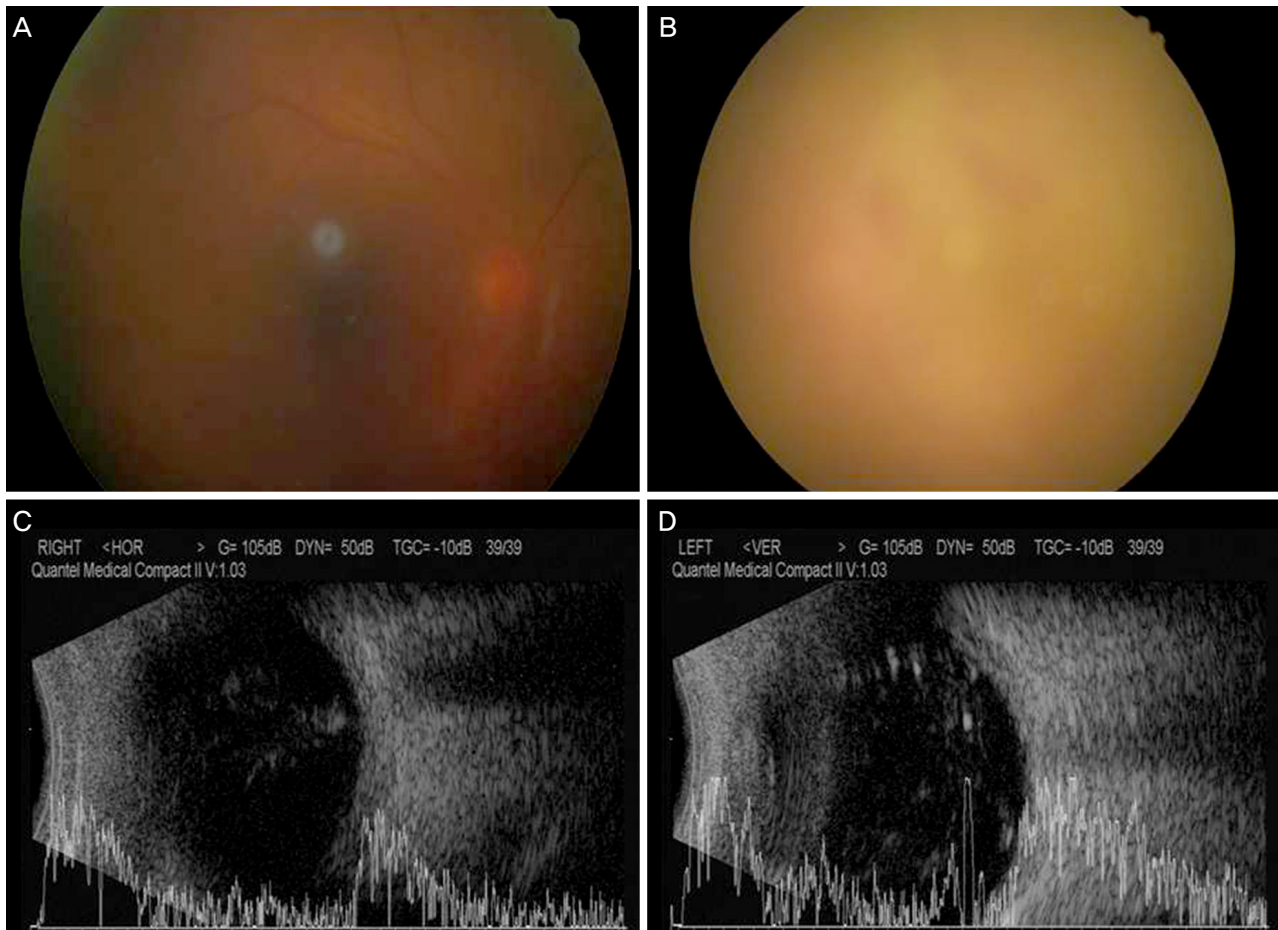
Fundus photographs and B-scan ultrasonography at the time of initial examination. The fundus of Case 1 (A) and Case 2 (B) were invisible due to vitreous hemorrhage. The B-scan ultrasonography of case 1 (C) and case 2 (D) show vitreous opacity indicating vitreous hemorrhage.
